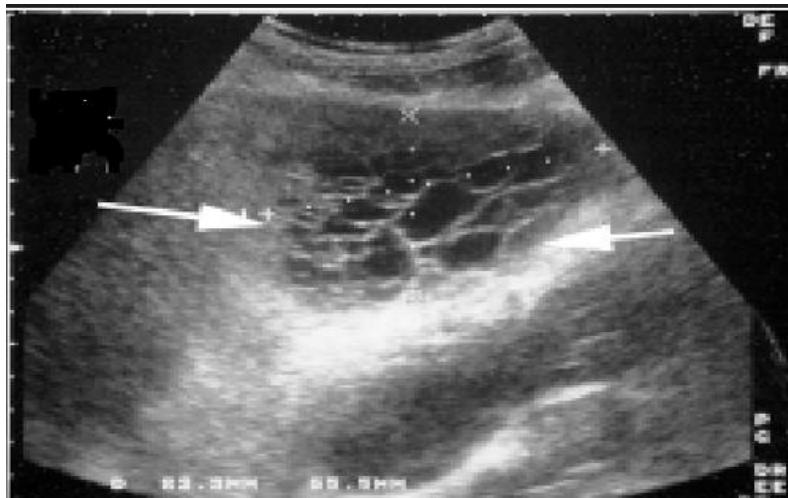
image échographique montrant une lésion hypoéchogène liquidienne et multi cloisonnée [211].
